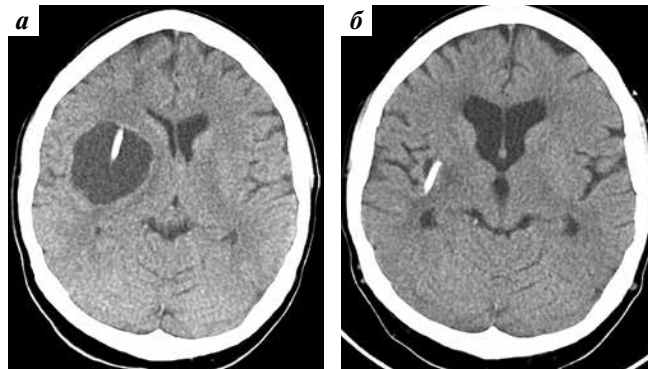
Компьютерная томография после имплантации резервуара Оммаи в кистозный компонент метастаза: а – в 1-е сутки; б – через 2 нед
